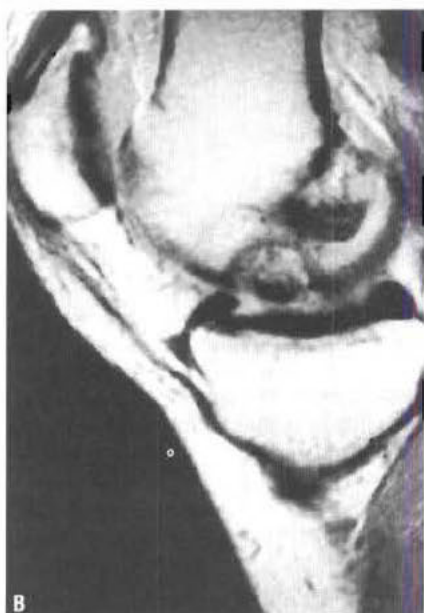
Ostéochondrite disséquante. (A) Le cliché standard montre une encoche volumineuse sur le condyle médial, contenant un fragment osseux bien limité. (B) Chez un autre patient, l'IRM montre le fragment osseux de signal bas situé à l'intérieur de l'encoche du condyle fémoral médial.
